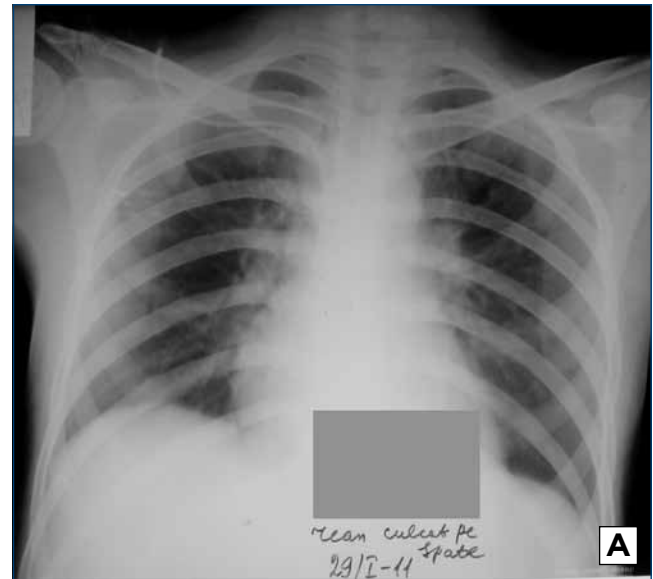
Radiografia toracică (A) la o pacientă HIV-infectată (nivelul CD4 74 celule/ml) cu criptococoză generalizată (pulmonară, a ganglionilor limfatici intratoracici, cerebrală): opacități de tip interstițial, reticulonodulare, bilateral și lărgirea hilurilor. Tomografia cerebrală prin RMN (B) prezintă date imagistice în favoarea meningoencefalitei: în regiunea frontală pe dreapta și a emisferei cerebeloase stângi arii extinse de edem și infiltrație, lărgirea șanțurilor corticale și acerebeloase, dilatarea ventriculilor.
